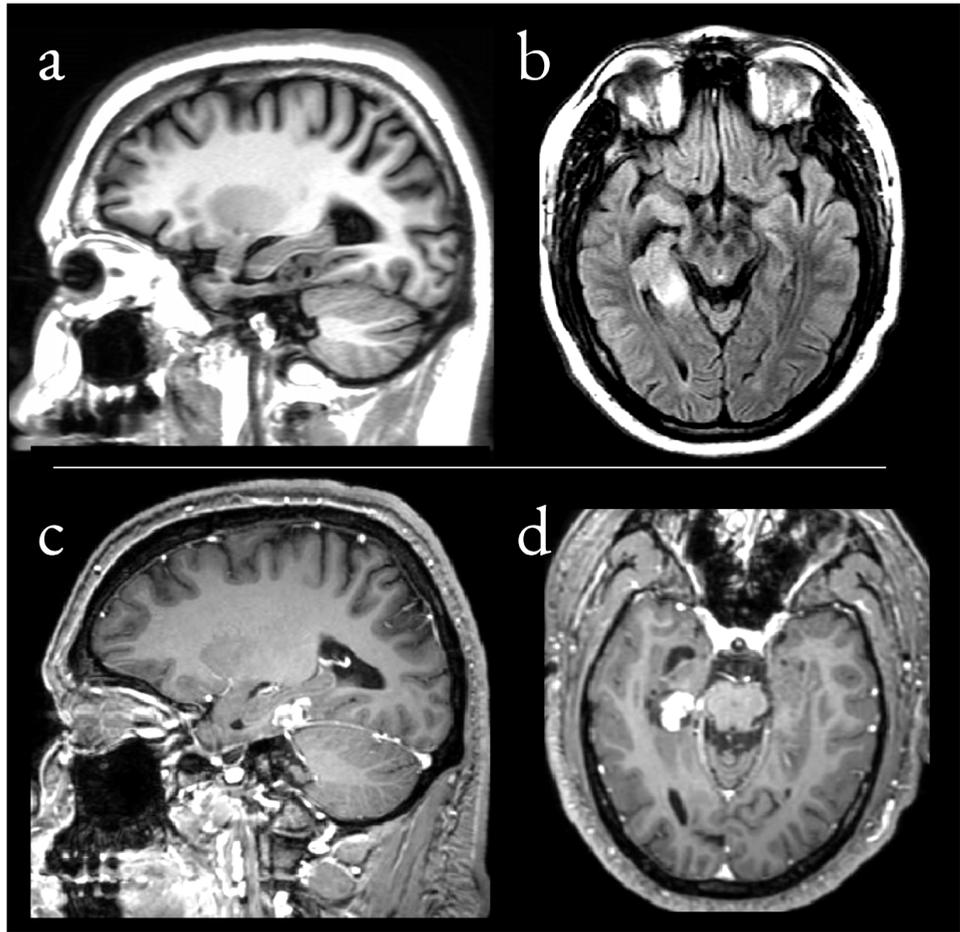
Tumor neuroepitelial disembríoplastico (DNET) en el lóbulo temporal derecho. Imágenes de alta resolución sagitales pesadas a T1 (a) muestran una lesión hipointensa y heterogénea debajo del hipocampo, que se muestra hiperintenso en FLAIR-T2 (b). La lesión realza tras la administración de Gadolinio en imágenes pesadas a T1. Estudio realizado con un resonador de 3.0 teslas.
